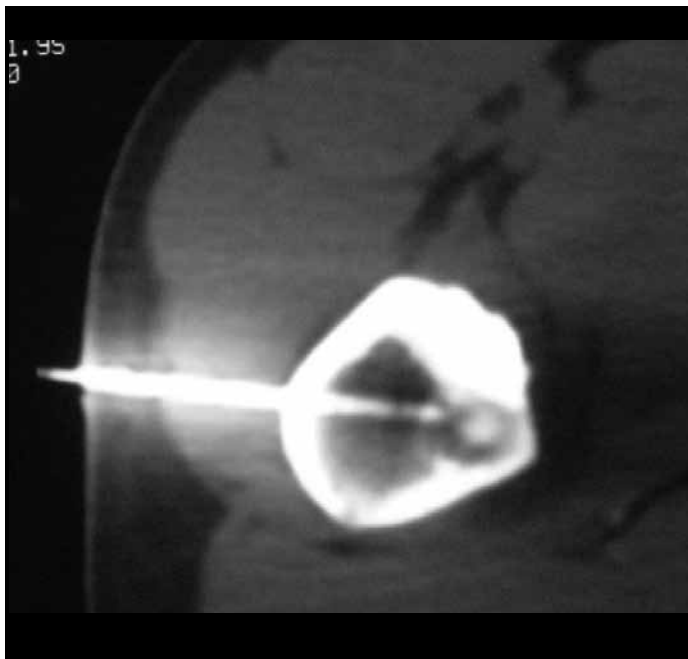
Para escapar de estruturas nobres, vasos e nervos, pode ser interessante abordar o tumor pelo córtex oposto. TC mostrando o acesso do fio guia nesta situação.
